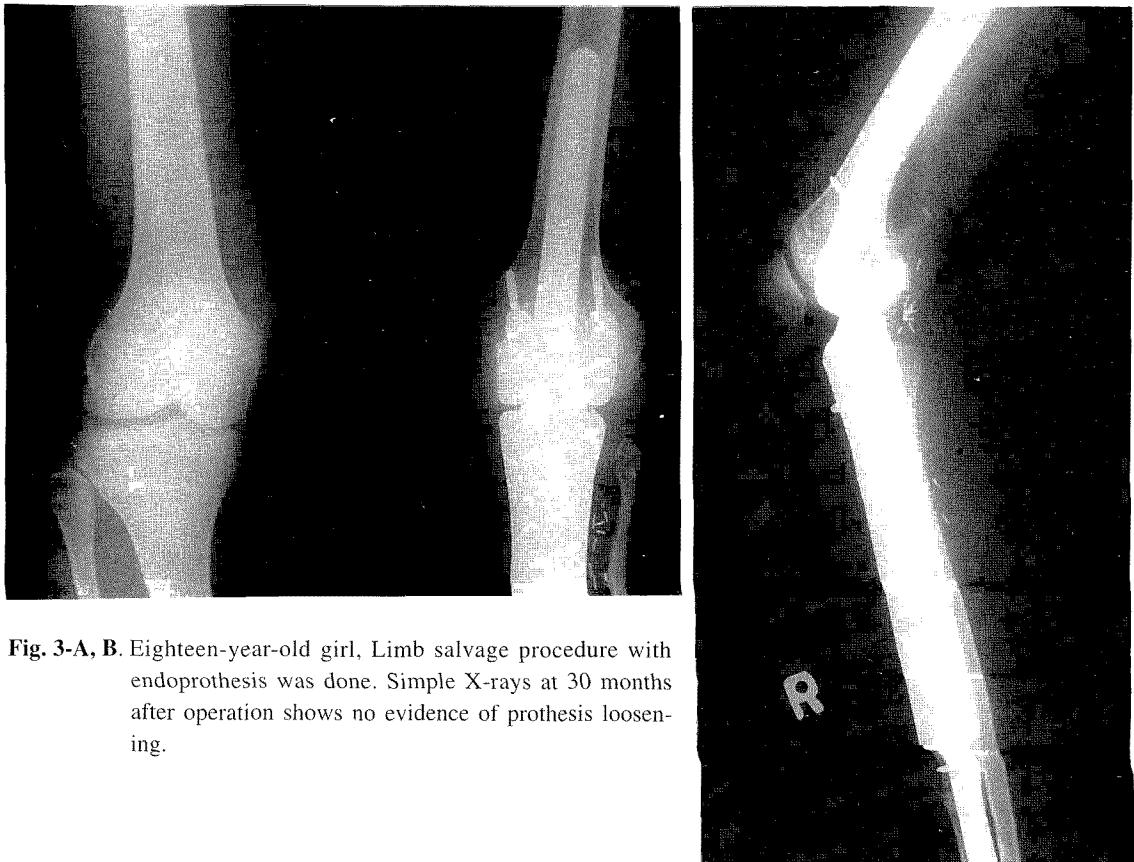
Eighteen-year-old girl, Limb salvage procedure with endoprothesis was done. Simple X-rays at 30 months after operation shows no evidence of prosthesis loosening.
